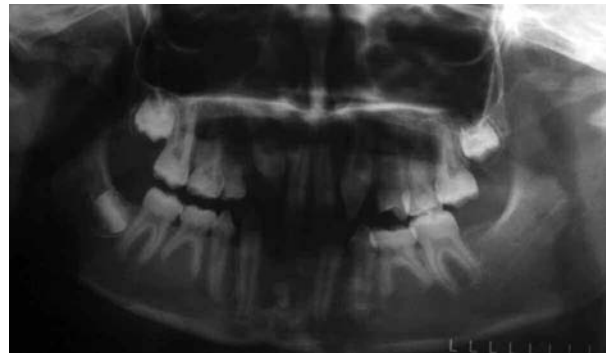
Initial pantomograph showing the lack of development of several permanent tooth germs.
